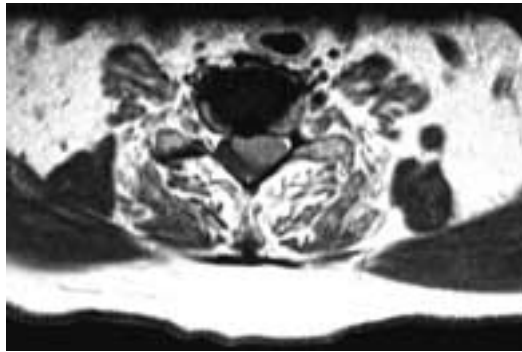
MRI der HWS (axial): intraduraler und extramedullärer Tumor, der den Spinalkanal von links her so stark einengt, dass das Myelon praktisch total verdrängt wird (T₁-gewichtete Sequenz nach intravenöser Kontrastmittelgabe).
